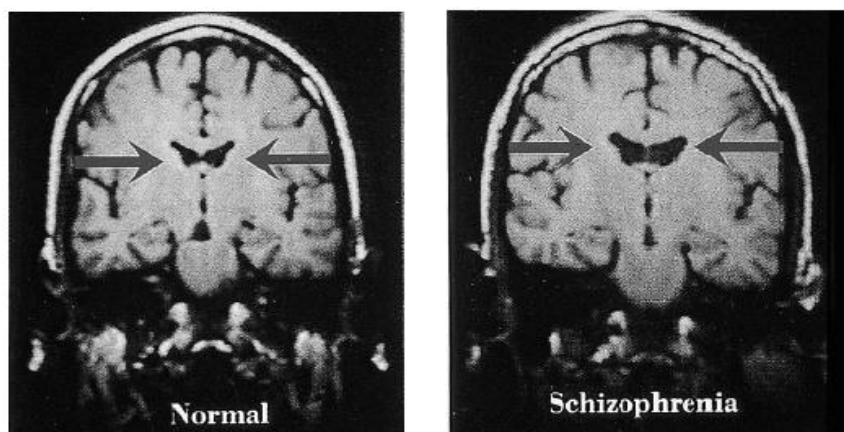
Tamanho ventricular em gémeos monozigóticos discordantes para esquizofrenia. Nas imagens de Ressonância Magnética, no plano coronal, verifica-se um alargamento ventricular lateral no gémeo afectado (Suddath, Christison, Torrey, Casanova, & Weinberger, 1990).
